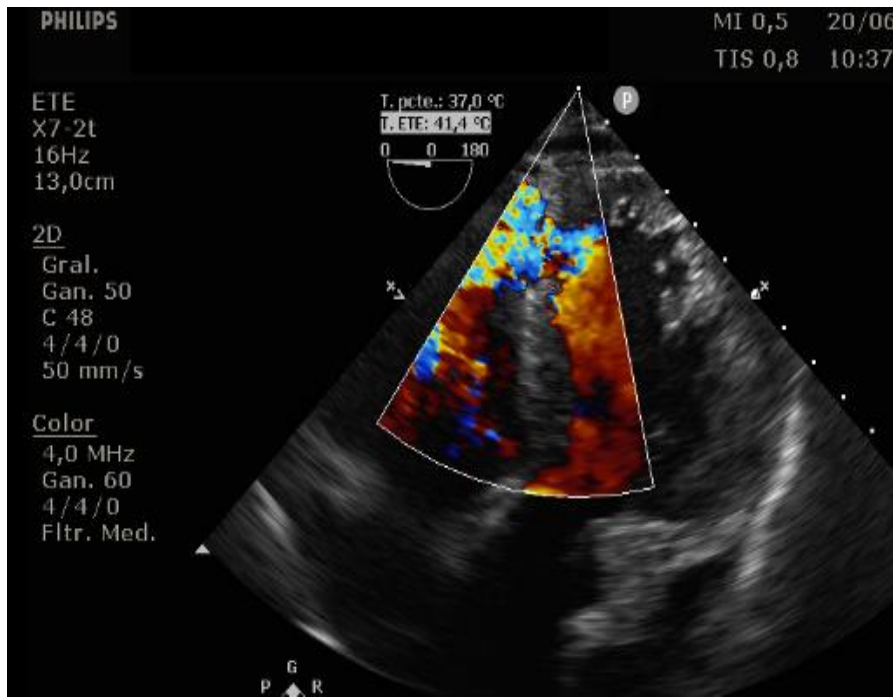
ecocardiograma transesofágico en plano transgástrico profundo a 0° (plano 5 cámaras) que muestra la gran comunicación interventricular.
